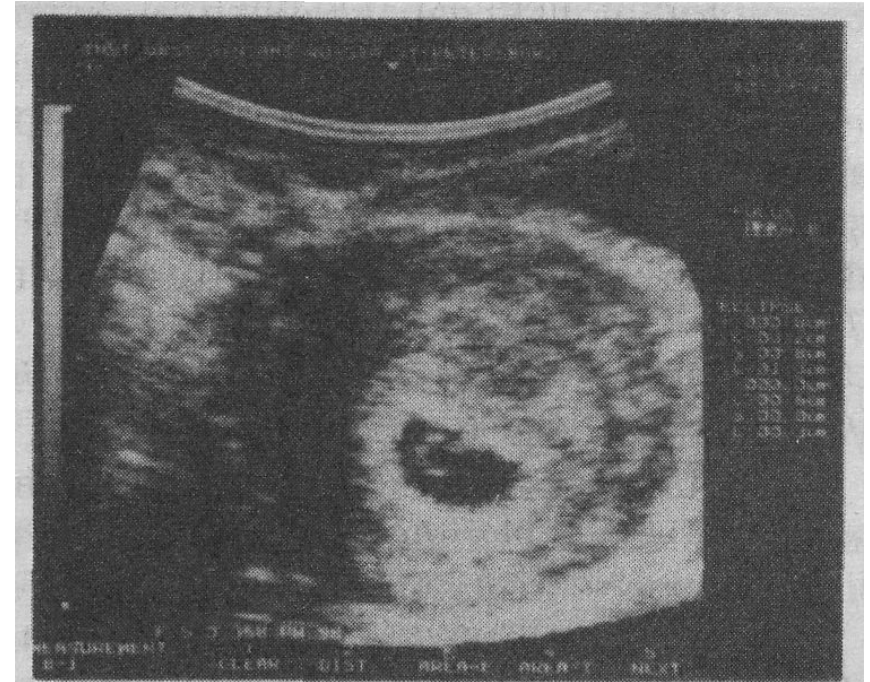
Беременность при ранних сроках (УЗИ).
